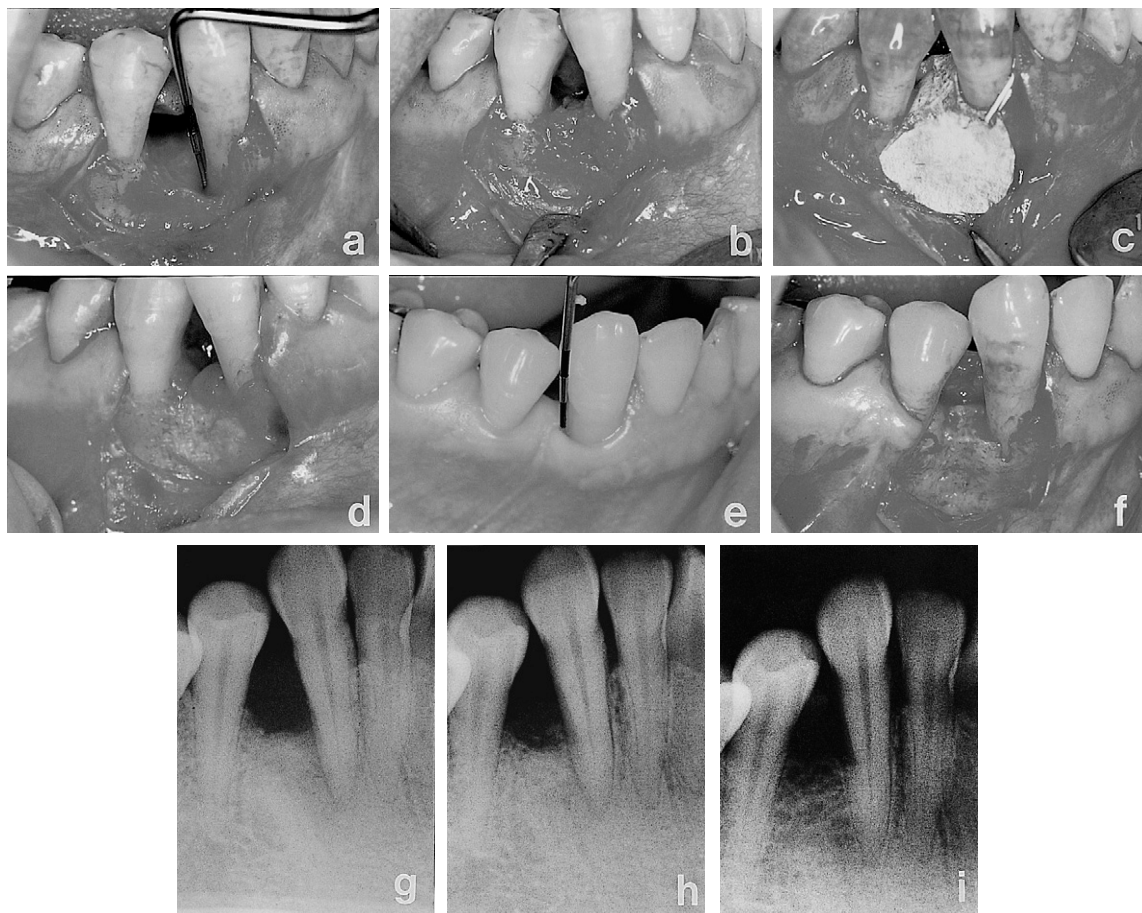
a. intraosseous defect at right mandibular canine, b. autogenous bone grafting, c. ePTFE membrane coverage, d. regenerated tissue at membrane removal, e. clinical appearance at post-operative 5 years, f. regenerated bone at post-operative 5 years, g. preoperative radiography, h. radiography at membrane removal, i. radiography at postoperative 5 years.
